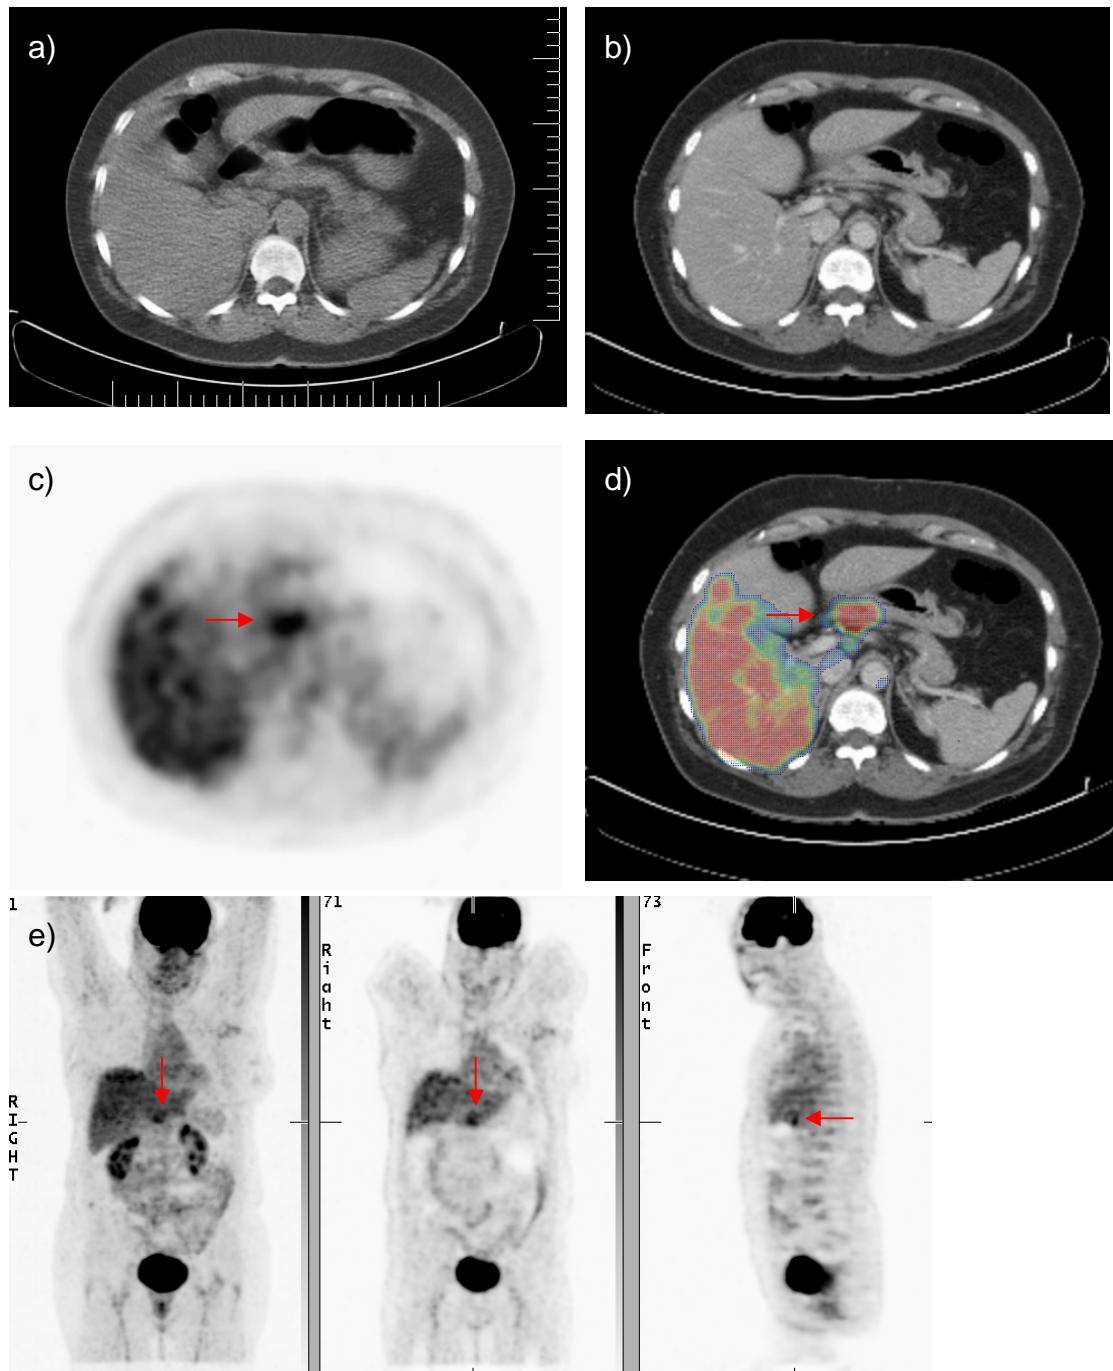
Falsch-positiver Befund in der ^{18}F -FDG-PET, 56-jährige Patientin
